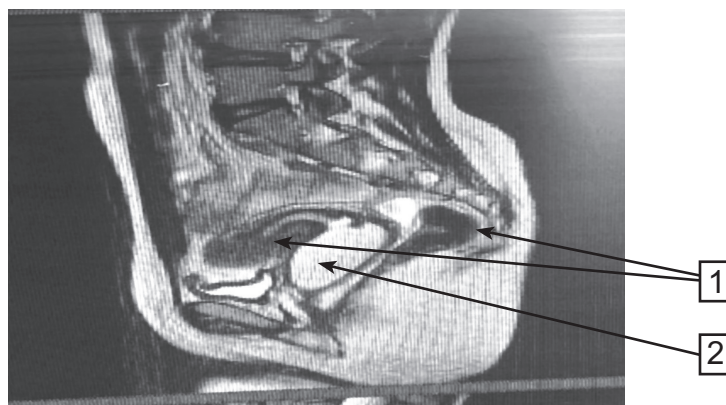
МРТ, две рядом расположенные матки (1), гематокольпос (2).
